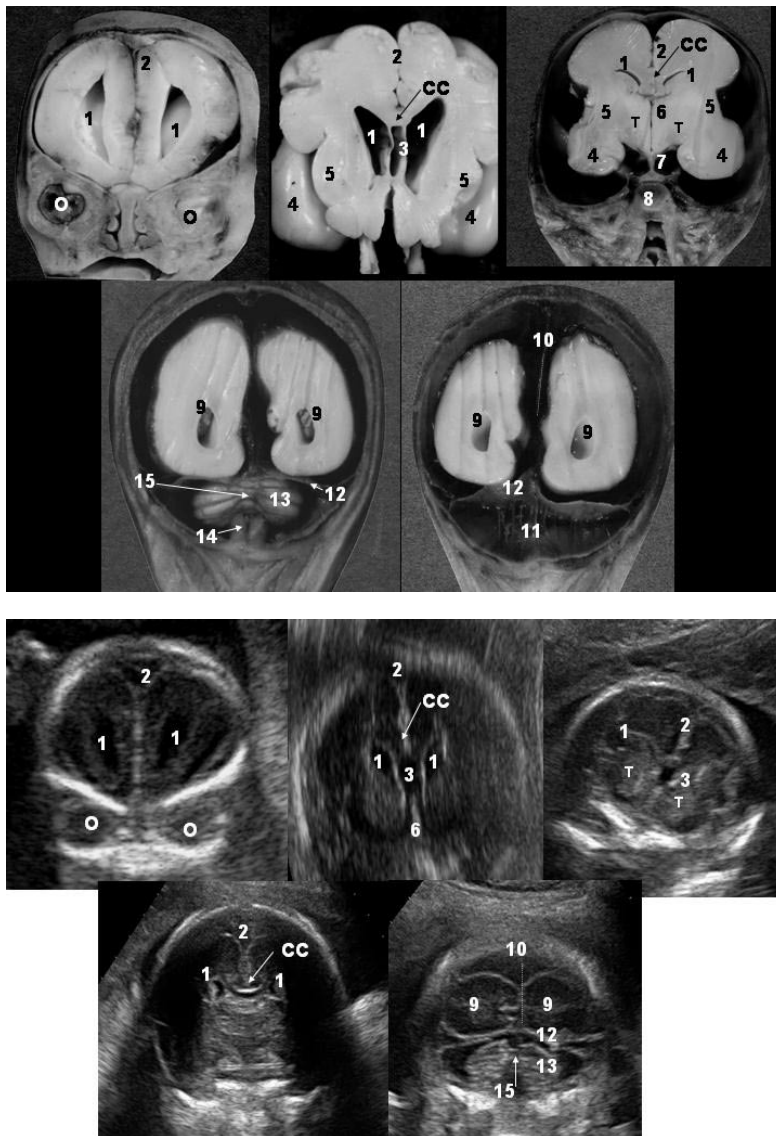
Planos coronales (orbital, ventricular, talámico, cerebeloso y cisternal) en piezas anatómicas y su correlativo ultrasonográfico. 0: órbitas, 1: Astas anteriores de ventrículos laterales, 2: Cisura interhemisférica, 3: Cavum del septum pelúcido, 4: lóbulo temporal, 5: Corteza de la ínsula, CC: cuerpo calloso, 6: Tercer ventrículo, 7: Tallo pituitario, 8: Silla turca, T: tálamos, 9: Cuernos occipitales con plexos coroides en su interior, 10: Falx cerebri, 11: Cisterna magna, 12: Tienda del cerebelo, 13: Cerebelo, 14: Cuarto Ventrículo, 15: Vermis del cerebelo.
